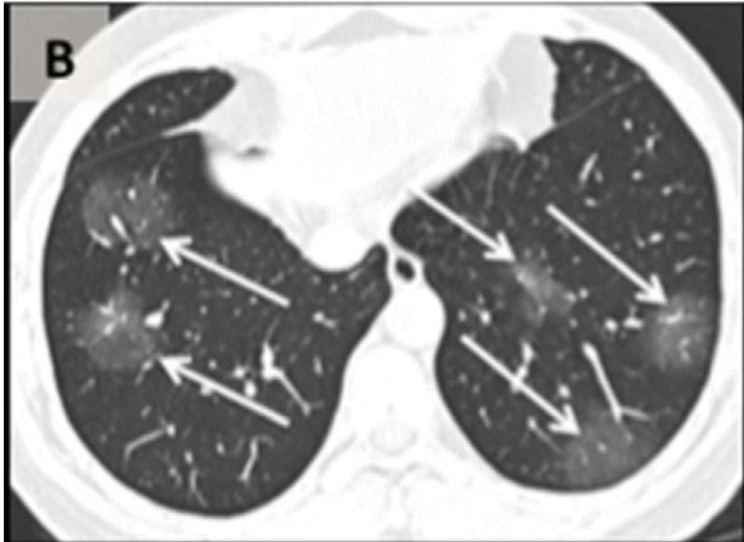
An axial CT image obtained without intravenous contrast in a 36-year-old male (Panel A) shows bilateral ground-glass opacities in the upper lobes with a rounded morphology (arrows). An axial CT image obtained in a 44-year-old male (Panel B) shows larger groundglass opacities in the bilateral lower lobes with a rounded morphology (arrows). An axial CT image obtained in a 65-year-old female (Panel C) shows bilateral
